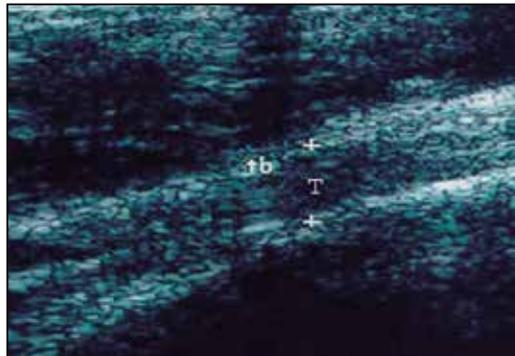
Ecografía de una tendinitis (T) del tendón del bíceps (Tb) en corte longitudinal.
